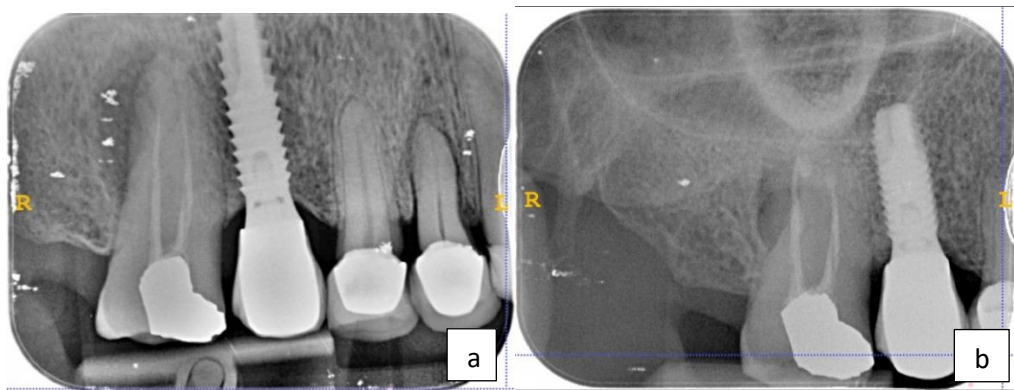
a, radiografía periapical antes de la cirugía. b, radiografía durante el período de control
